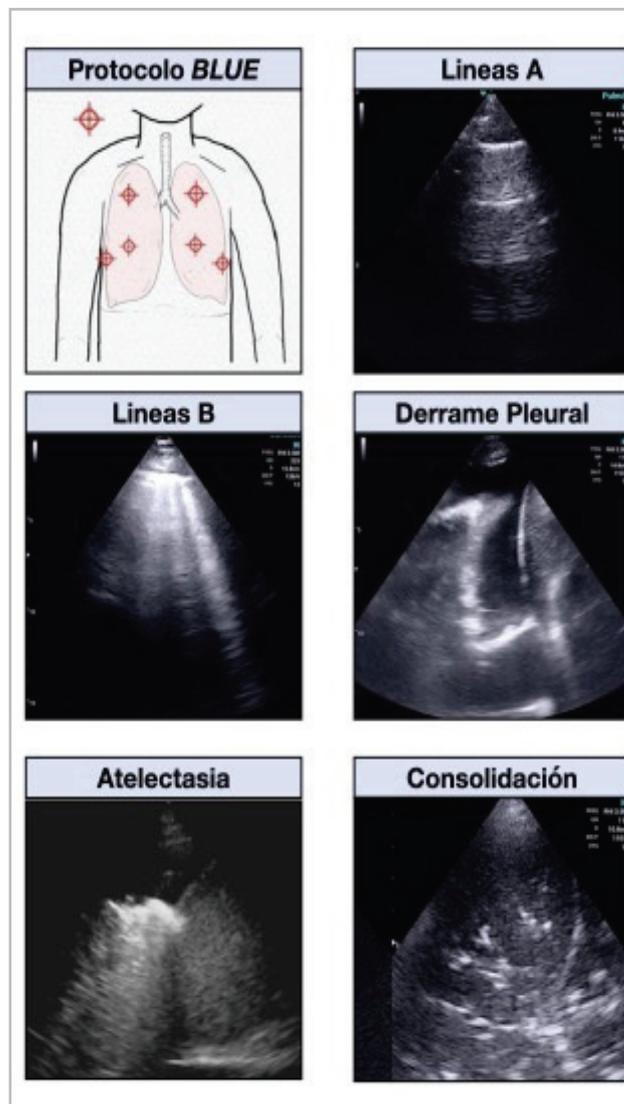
Ultrasonido pulmonar. En esta figura identificamos el ultrasonido pulmonar en los puntos de exploración descritos en el protocolo BLUE; líneas A que reflejan un intersticio y alvéolos indemnes; líneas B muestran un intersticio ocupado y la etiología debe ser enfocada acorde a la historia del paciente; consolidación o atelectasia e incluso el derrame pleural deben ser abordados de acuerdo con el contexto clínico específico.
